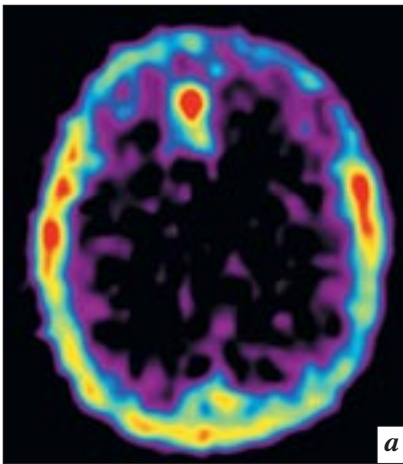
Пациент К., 45 лет, с анапластической астроцитомой G_{III} правой лобной доли: *а* – при ПЭТ с ^{11}C -ХОЛ в проекции опухоли обнаружен очаг гиперфиксации РФП, ИН=4,4; *б* – при ПЭТ с ^{11}C -МЕТ в проекции опухоли – очаг гиперфиксации РФП, ИН=2,6.
